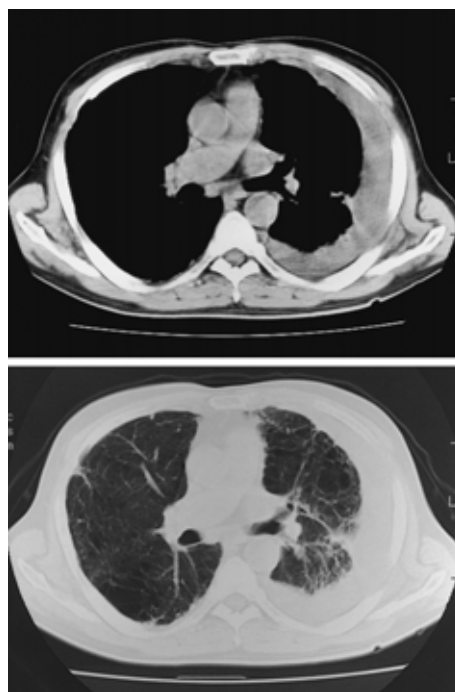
Chest CT scan on admission showing a low-density area in the left thorax.
